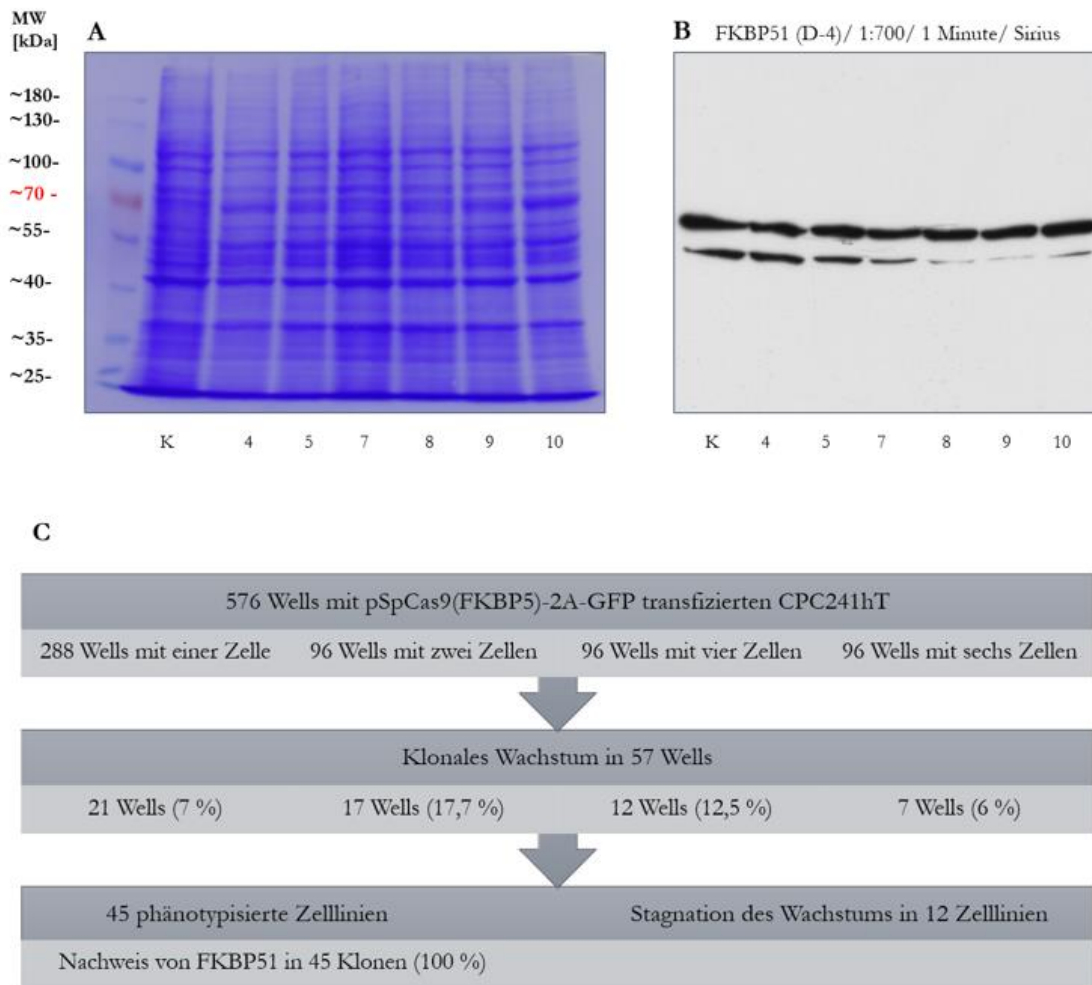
Überblick über die klonale Expansion und Phänotypisierung der mit pSpCas9-(FKBP5)-2A-GFP transfizierten CPC241hT. A: Coomassie-Färbung der PVDF-Membran. In der linken Tasche wurde die aus nicht-transfizierten CPC241hT bestehende Negativkontrolle (K) aufgetragen. Die Zelllinien wurden während der klonalen Expansion durchnummeriert. B: Spezifischer Nachweis mittels Antigen-Antikörperreaktion von FKBP51 in transfizierten CPC241hT und in der Kontrolle auf einem exemplarischen Röntgenfilm. Alle Proben liefen in einem Gel. C: Graphische Darstellung der Ergebnisse der klonalen Expansion und anschließenden Phänotypisierung.
